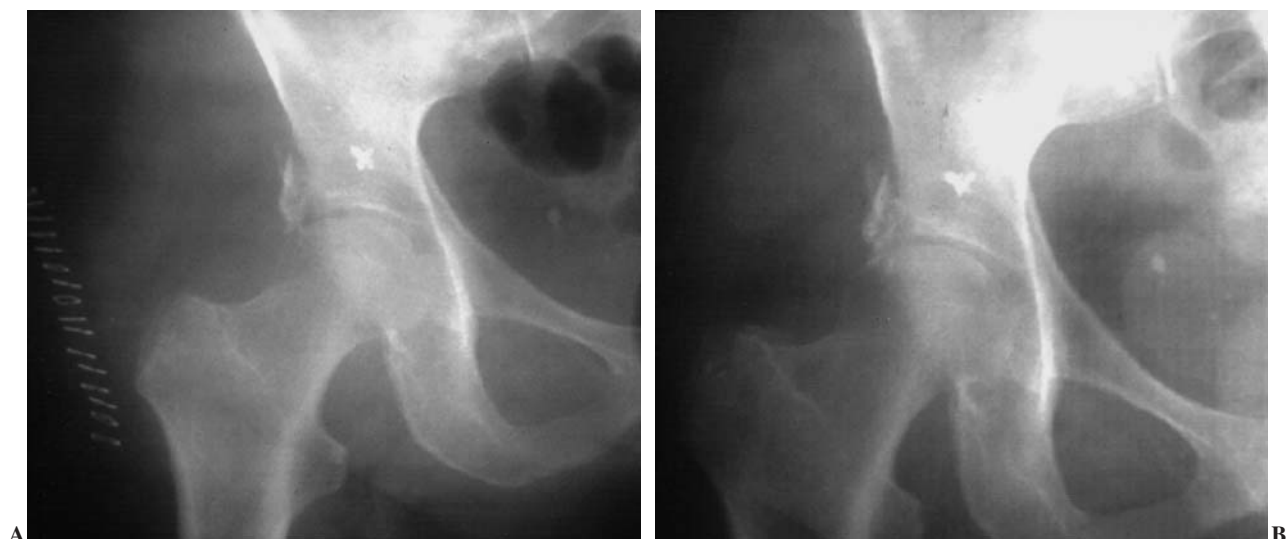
Radiografías anteroposteriores (AP) tras la reducción abierta y síntesis con anclaje capsular y fragmentario con sutura tipo Mitek® (A y B).
